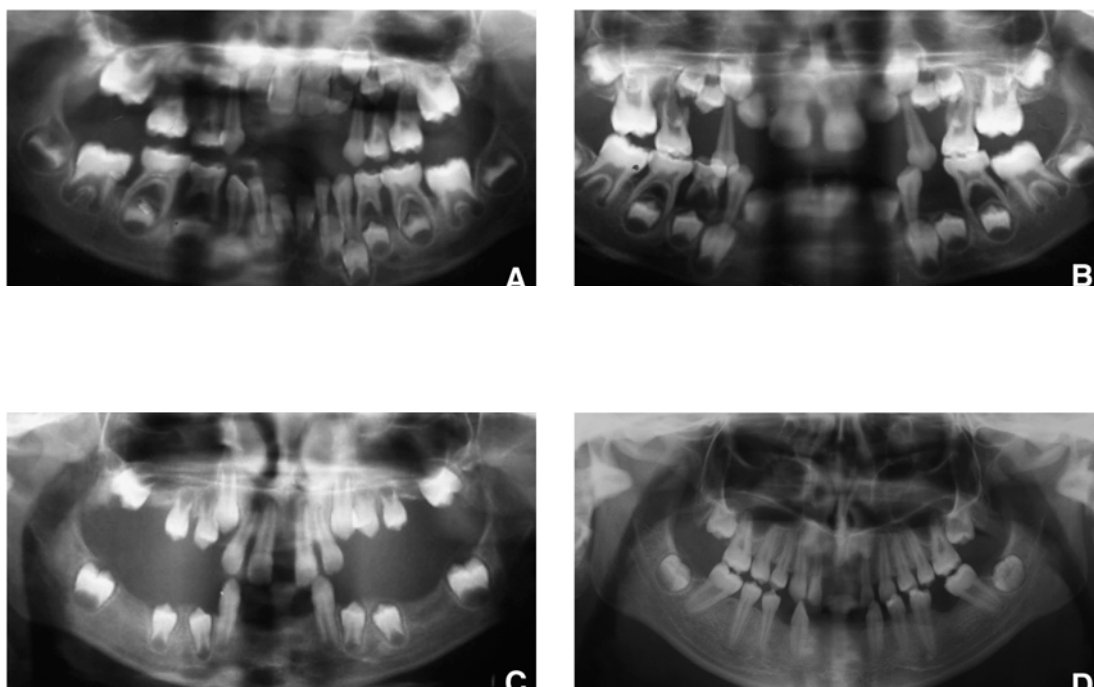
Radiografías iniciales de la paciente³
